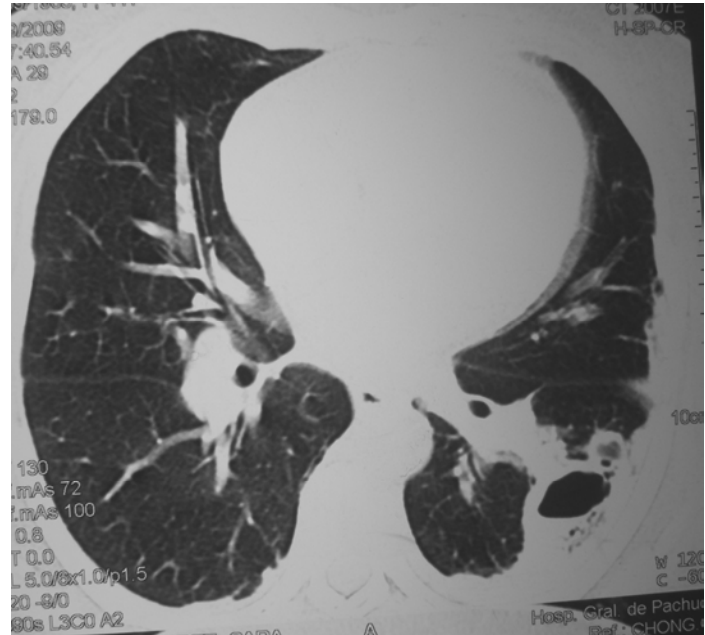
TAC de tórax. Corte axial. Cavitaciones, engrosamiento pleural
